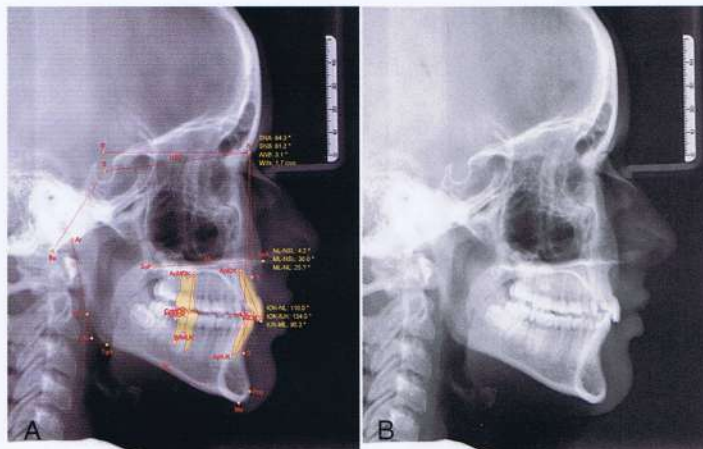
A y B, radiografías de la paciente con ausencia del incisivo lateral superior.
